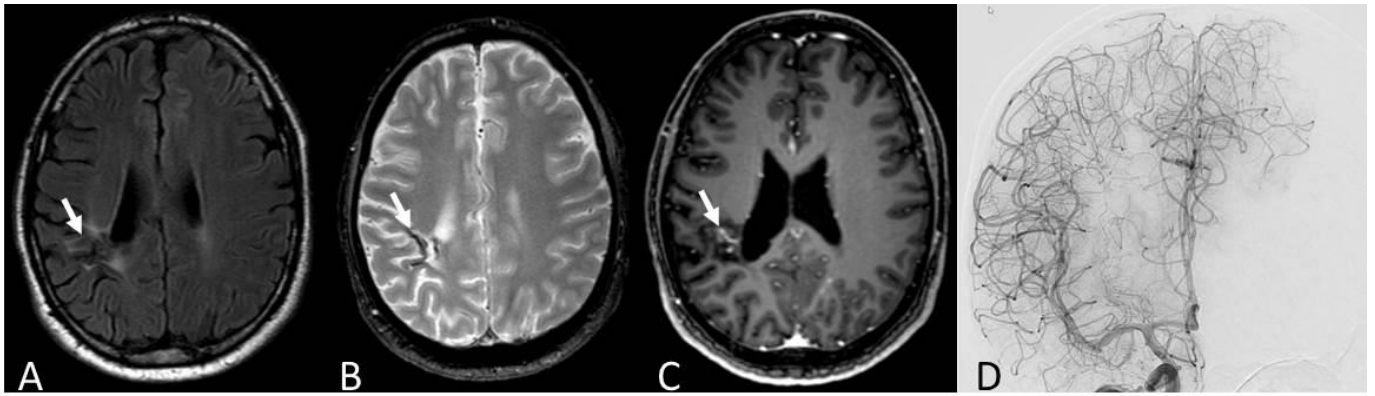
(patient 22): Follow-up MRI 4 years after radiosurgery for a ruptured right parietal AVM. A. Axial FLAIR shows a mixed signal at the site of the radiosurgically treated AVM (arrow). B. Axial T2* show a subcortical right parietal hypointense signal related to hemorrhagic sequelae (arrow). C. Post-contrast 3D T1 GRE shows a linear contrast enhancement at the site of the nidus (arrow) due to radio-induced lesions and misinterpreted as a residual AVM by 2 readers. D. DSA with frontal intracranial view from right carotid angiogram confirms the absence of residual AVM.
